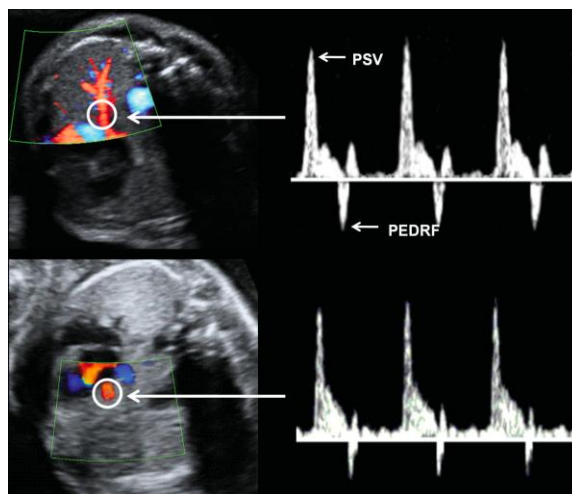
Doppler pulsat sobre l'artèria pulmonar contralateral (dalt) i ipsilateral (baix). *PSV*: Velocitat sistòlica màxima; *PEDRF*: Pic diastòlic precoç de flux invers.⁸¹
